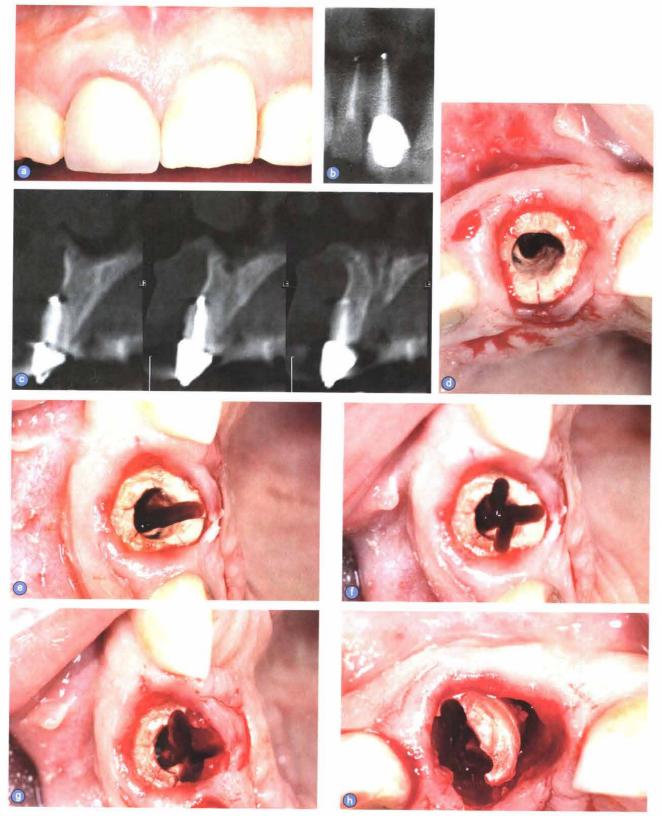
a. 上颌右侧中切牙牙根纵折术前像: b. 上颌右侧中切牙拔除前×线片; c. 术前CT显示上颌右侧中切牙牙根纵折; d. 去 除牙冠后,可见在牙根腭侧和远中唇侧的折线,e。为最小化唇侧骨板破坏,首先用高速车针在牙根腭侧将牙根分开,f、牙 根在近中和远中方向同样被分开。g。腭侧牙根首先被拔出,h. 一旦腭侧牙根被拔出,就能使唇侧牙根脱位变得简单。进而 使唇侧骨板破坏最小化
